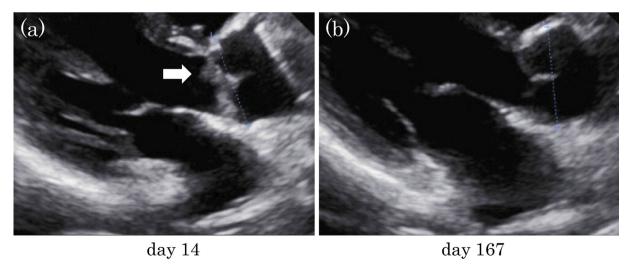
Parasternal long axis tomography imaging of transthoracic echocardiography before and after treatment. (a) Transthoracic echocardiography on day 14 showed vegetation on the right coronary cusp of the aortic valve (arrow). (b) Transthoracic echocardiography on day 167 showed the disappearance of the vegetation.
